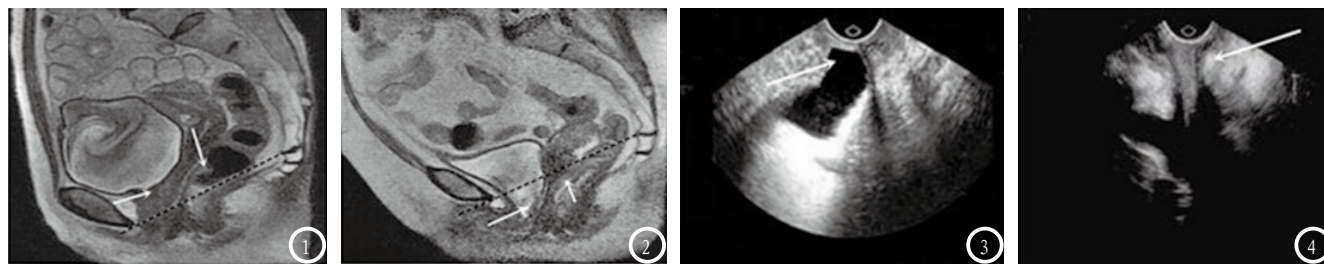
健康女性Valsalva动作时MRI T2WI正中矢状位图像,膀胱颈与子宫颈均于PCL线上。图2 POP患者Valsalva动作时MRI T2WI正中矢状位图像,膀胱颈与子宫颈均于PCL线下。图3 POP患者经会阴超声图像,膀胱膨出表现明显。图4 POP患者经会阴超声图像,可见一模糊直肠膨出表现。
